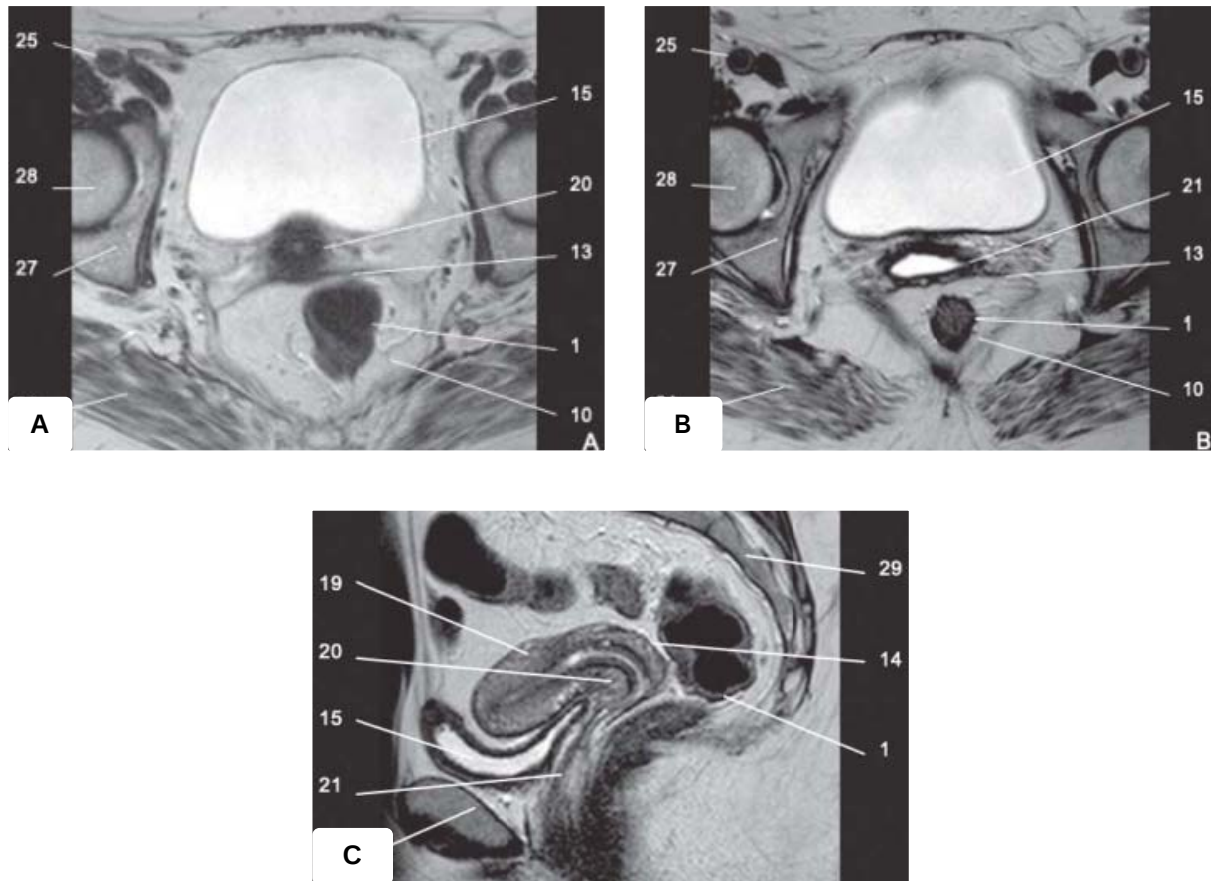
Coupe axiale (passant par le col utérin [A] et le vagin [B]) et sagittale (C) en IRM
